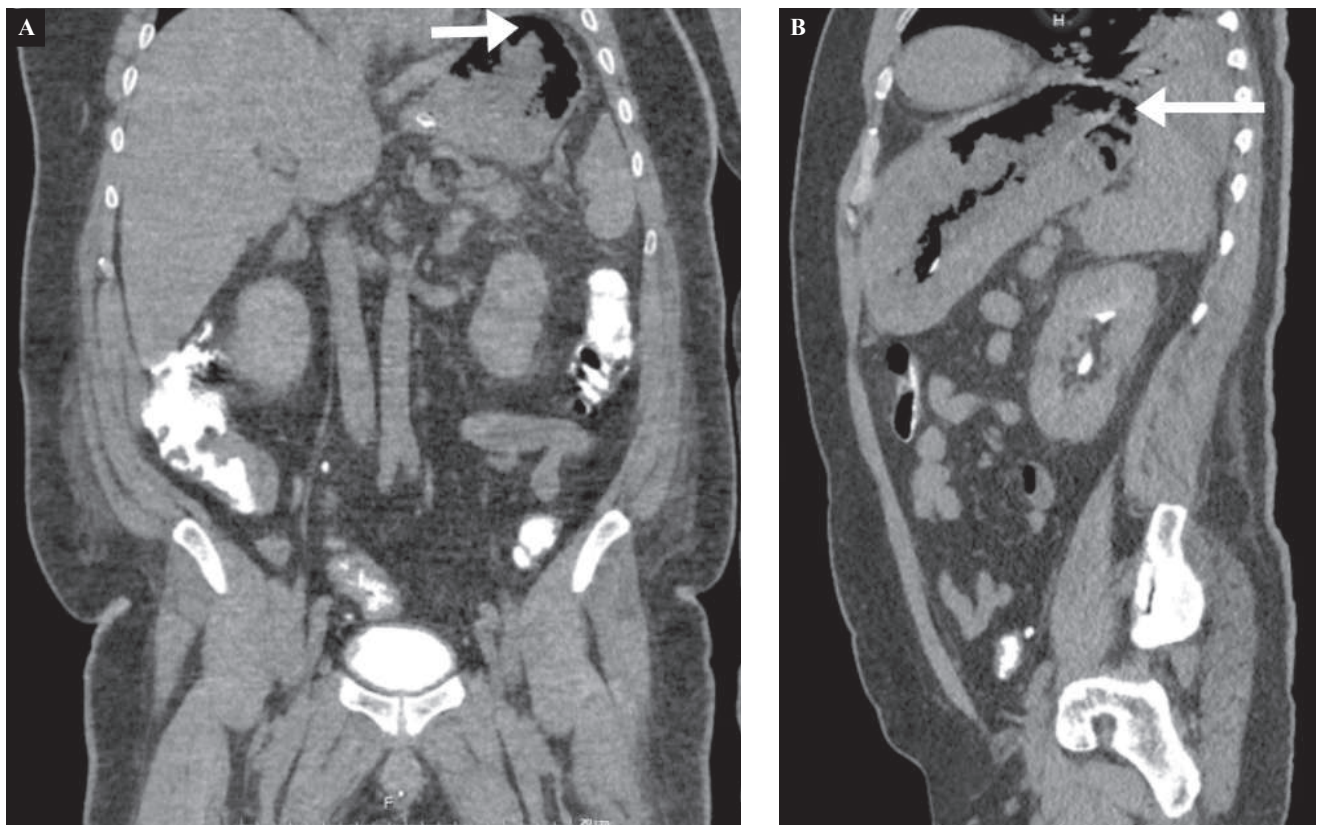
A. Tomografía computarizada corte coronal que muestra distensión gástrica junto con gas intramural. B. Tomografía computarizada corte sagital que ilustra un adelgazamiento marcado de la pared gástrica asociado con gas intramural.
